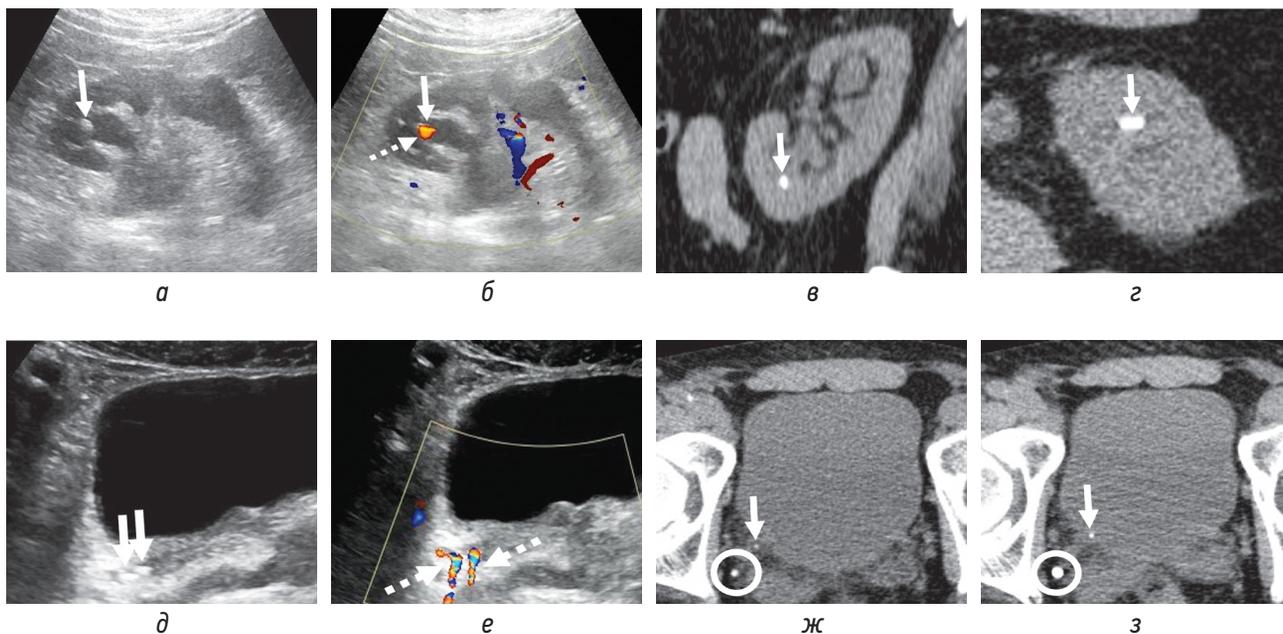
Трансабдоминальные сонограммы (а, б) и бесконтрастные КТ-снимки (в, з) пациентки 49 лет: а — конкремент (сплошная стрелка) 6 мм в расширенной чашечке без четкой АТ; б — соответствующая сонограмма в режиме ЦДК, АМ указан пунктирной стрелкой; в и з — тот же конкремент, визуализируемый на снимках по длинной (в) и короткой (з) осям соответственно. Трансабдоминальные сонограммы (д, е) и бесконтрастные КТ-снимки (ж, з) пациента 60 лет: д — два конкремента (сплошные стрелки) 3 и 4 мм, без акустической тени, в юкставезикальном отделе правого мочеточника; е — соответствующая сонограмма в режиме ЦДК; АМ указаны пунктирными стрелками; ж и з — снимки бесконтрастной КТ в аксиальной плоскости, проведенной через 15 мин после УЗИ, — один конкремент по-прежнему в юкставезикальном отделе правого мочеточника (ж), а второй сместился в интрамуральный отдел правого мочеточника (з). Белым кругом обведен флеболит
